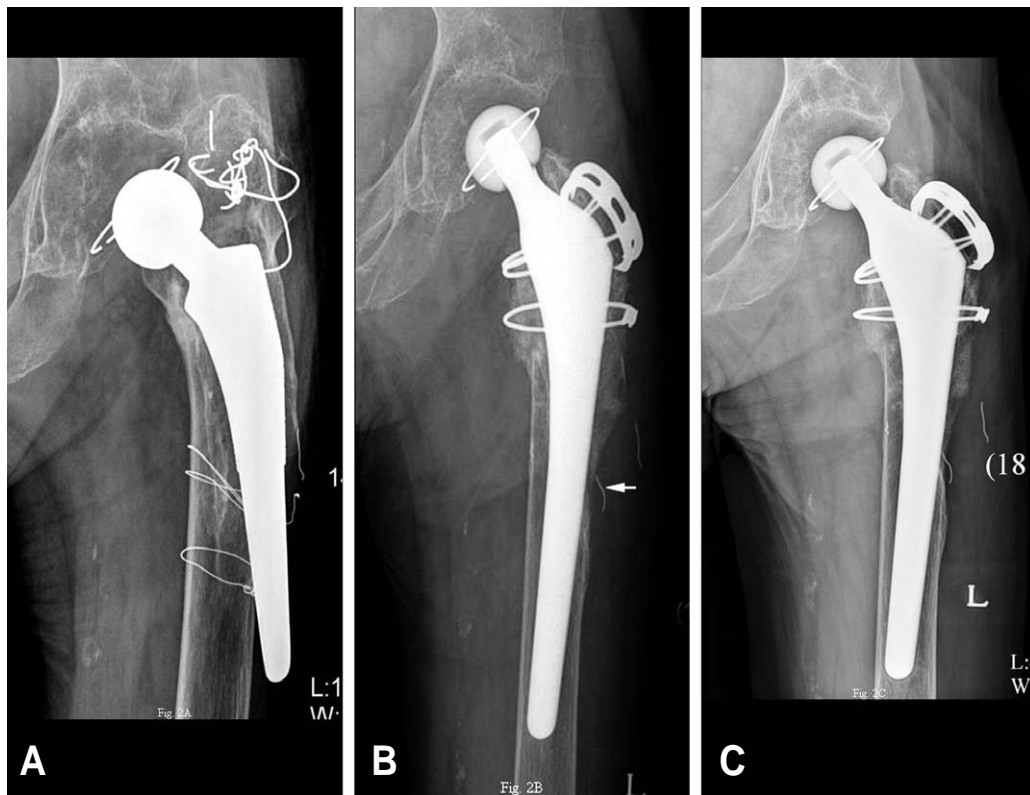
(A) Radiograph of a 48-year-old male who had revision THR 7 years and 2 months ago shows Vancouver B3 type periprosthetic fracture with bone loss. (B) Radiograph shows fracture treated with plate, screws and cables with stem left in situ combined with allograft. (C) Radiograph taken 2 years and 4 months after the operation shows stem loosening with varus change but had successful bony union
